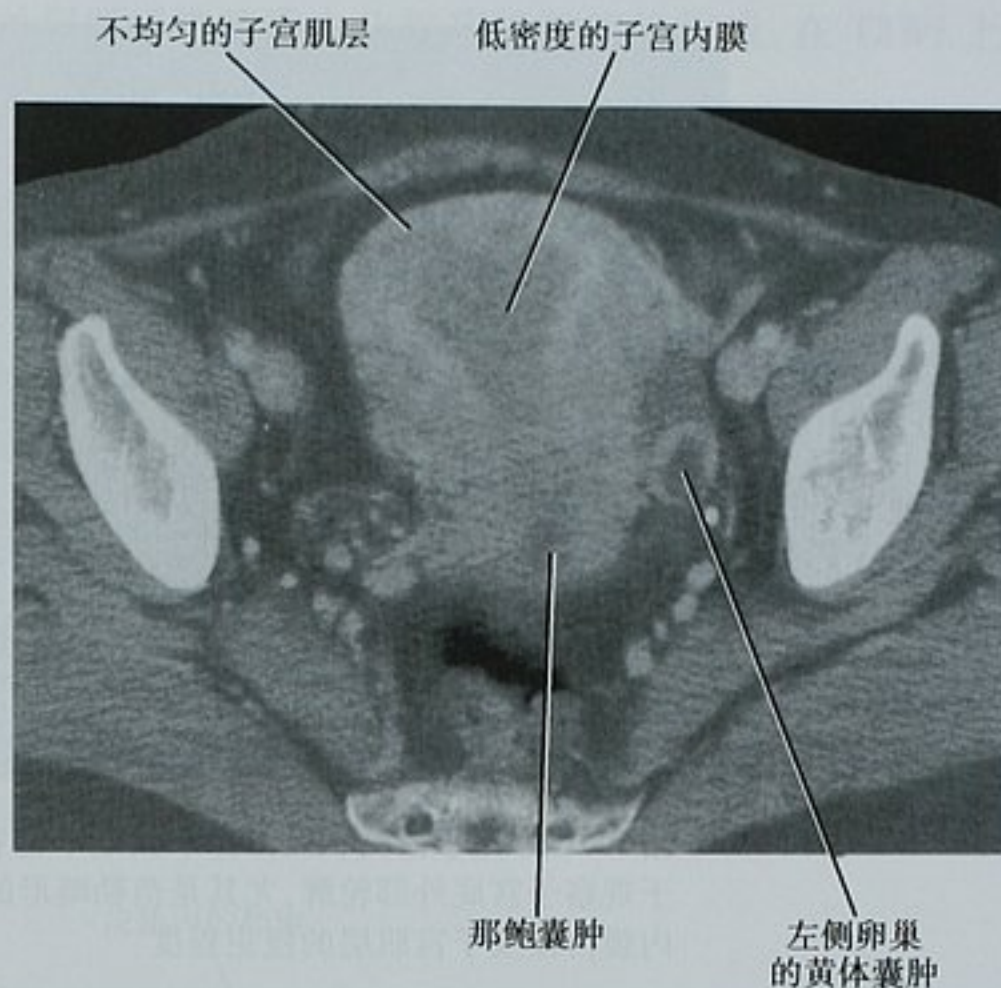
多排 CT 静脉注射对比剂后横断面图像, 显示正常子宫肌层的不均匀强化
